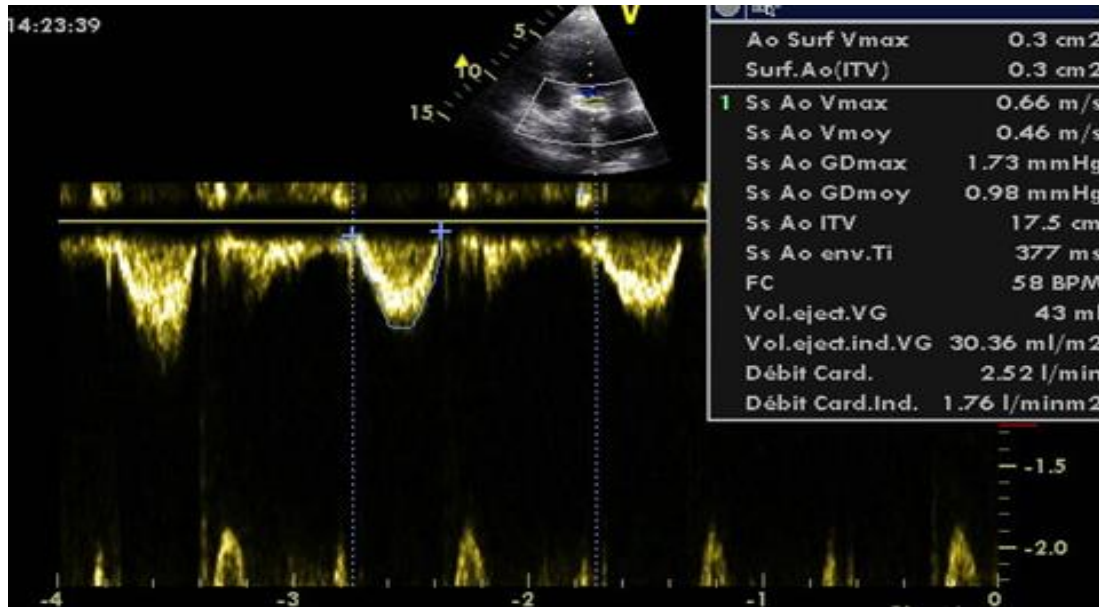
15. Imagerie de l'échocardiographie doppler cas clinique N° 04
